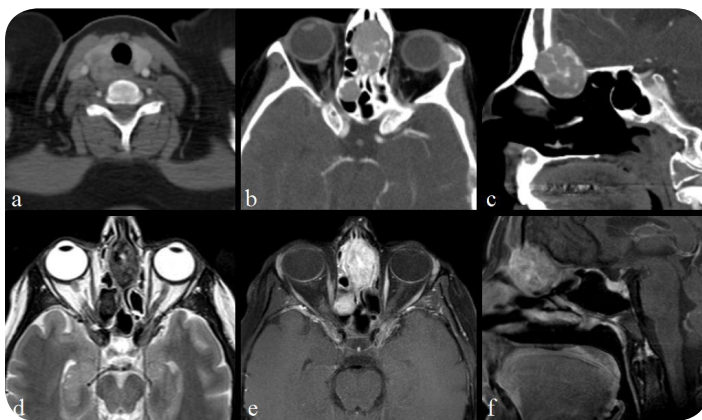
a-f, A 43-year-old male patient, a. Axial neck CT scans, Parathyroid adenoma on the posterior aspect of the right thyroid lobe, axial and parasagittal CT and d-f in T2-weighted axial, T1-weighted axial and sagittal contrast-enhanced scans, The mass lesion compatible with Brown tumour in the midline and 2 other two lesions observed in the right portion of EB, The mass localized anterior and medial part of EB extending to the anterior cranial fossa are observed.
